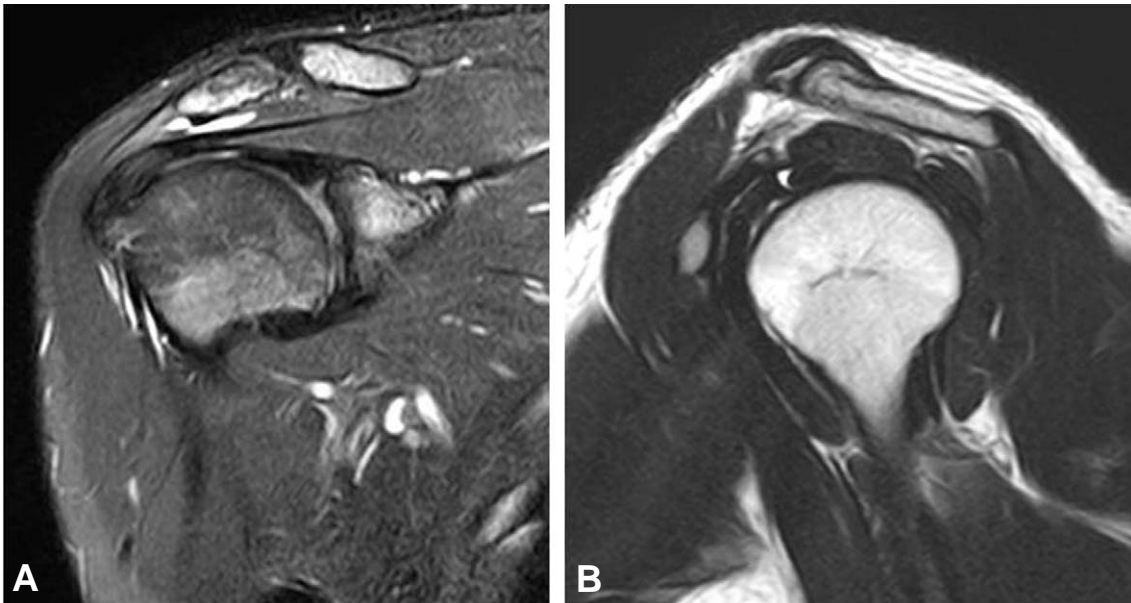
Preoperative MRI shows subacromial bursitis and intact biceps pulley. (A) Initial T2 coronal view of MRI shows subacromial bursitis and tendinosis of supraspinatus tendon. (B) Intact biceps pulley with long head biceps was seen at T1 sagittal view of MRI.
